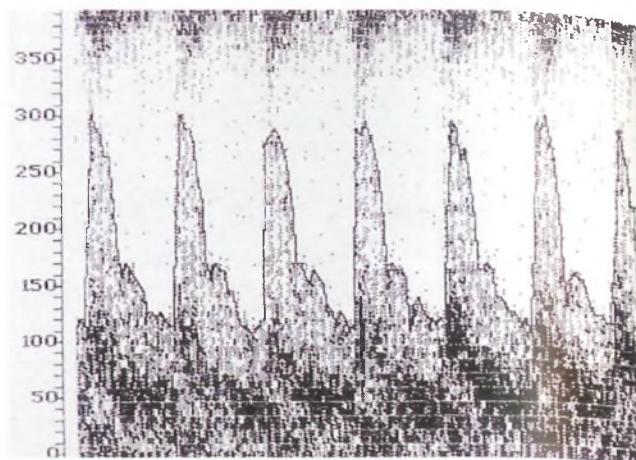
Eco-Doppler transcranico: studio dell'arteria cerebrale media destra insonorizzata dalla finestra temporale; l'esame evidenzia un marcato incremento della velocità di flusso per presenza di spasmo conseguente a emorragia subaracnoidea.
